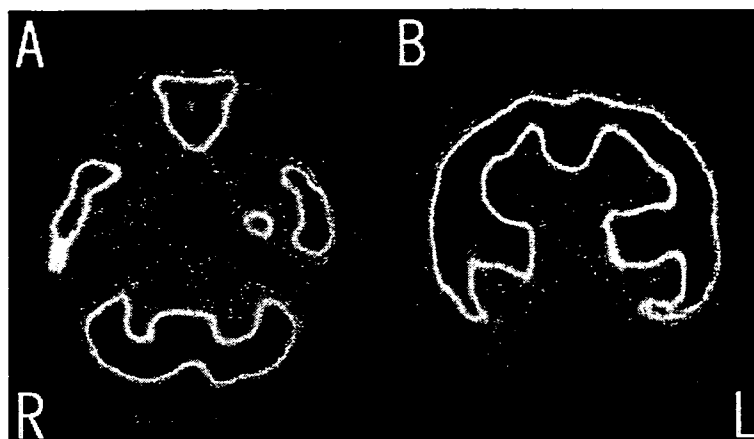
The technetium-99m-ECD single photon emission computed tomography (SPECT) on the 9th day shows hypoperfusion of the mesial temporal lobe bilaterally (Rt > Lt) on the transaxial (A) and coronal (B) slices.
